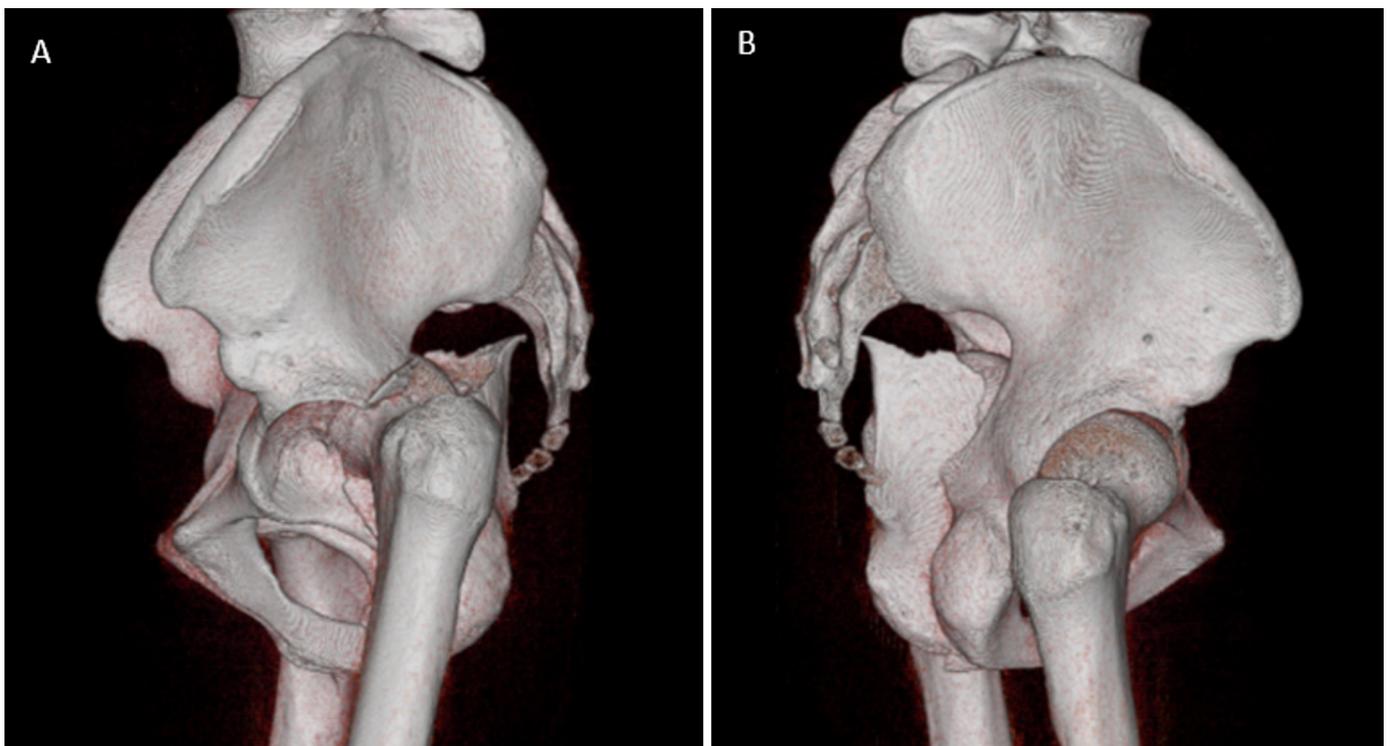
Tomografía computacional con reconstrucción 3D de pelvis (A) vista lateral izquierda y (B) vista lateral derecha, luxación de cabeza femoral asociada a fractura acetabular en T izquierda.
